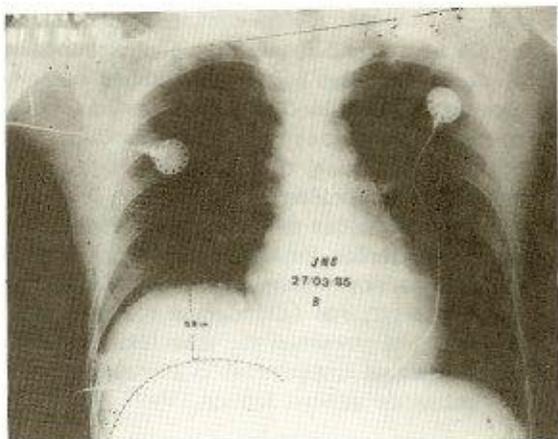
B — Radiografia do tórax realizada durante a internação no CTI mostrando elevação de 5,8 cm da hemi-cúpula diafragmática direita sem sinais de comprometimento do parênquima pulmonar.
